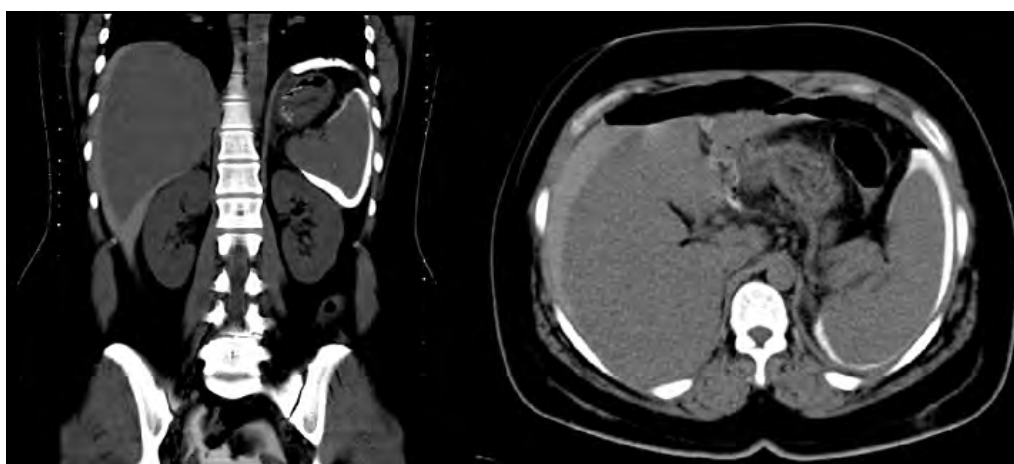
CT showing leak.
